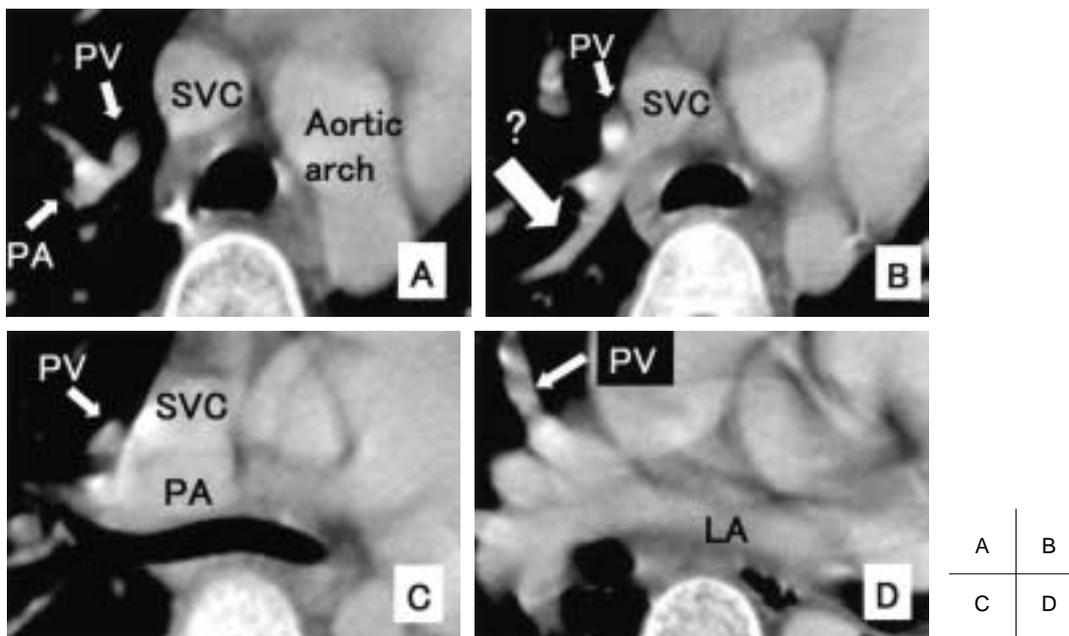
A-D Right upper pulmonary venous connection to superior vena cava was diagnosed on computed tomography, but was false positive.
